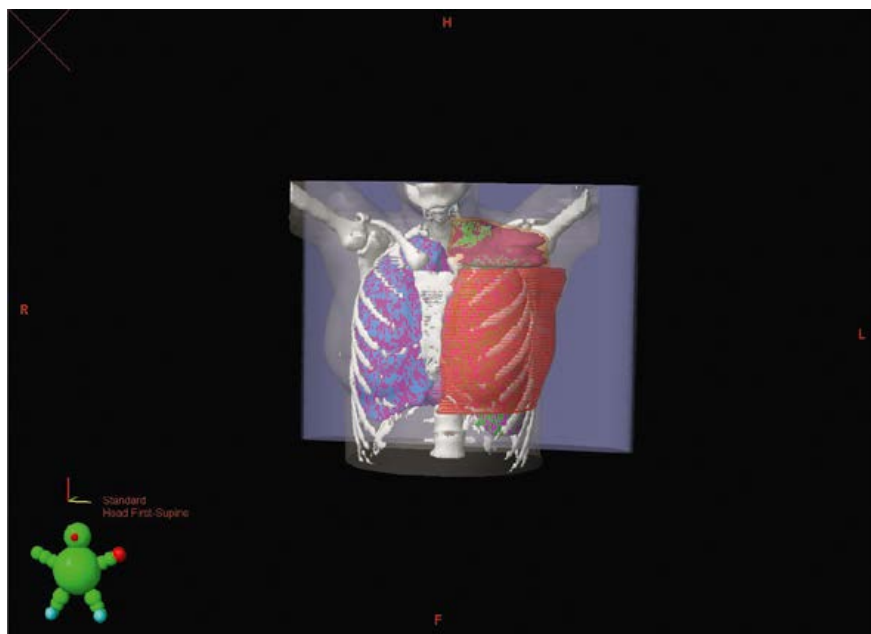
3D-реконструкция, выполненная в программе Eclipse, на основе топометрических КТ-срезов. Розовым выделена область регионального лимфооттока (шейно-над-подключичные лимфоузлы слева), красным — левая молочная железа с левой аксиллярной областью.
